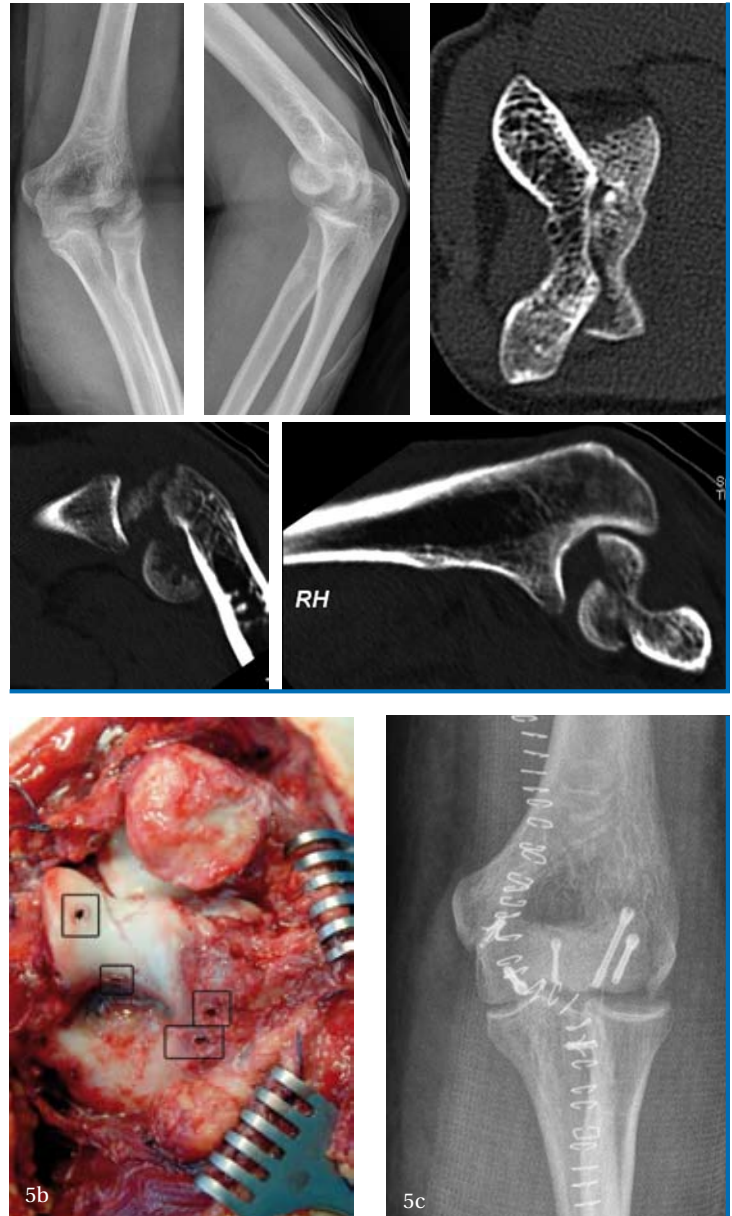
Fallbeispiel Typ B.3-Fraktur, *Dubberley* IIIa; 37 Jahre alt, männlich. a.) Unfallbilder. b.) Das Gelenk wurde über einen Bryan-Morrey Zugang exponiert. Der Triceps (wird mit Haken beiseitegehalten) wurde vom Olekranon (O) abgelöst. Anschließend kann das Gelenk luxiert werden. Es wird eine gute Übersicht über das gesamte Gelenk ermöglicht. Trotz der ausgiebigen Destruktion des kaudalen Gelenkknorpels des Capitulum wurden auf Grund des jungen Alters eine Reposition der Fragmente und die Fixierung mittels kopflosen Kompressionsschrauben (markiert durch schwarze Rechtecke) durchgeführt. Der Pfeil markiert den Übergang des ventralen Capitulum mit intaktem Knorpel zu der Defektzone. c.) Postoperative Röntgenaufnahme
